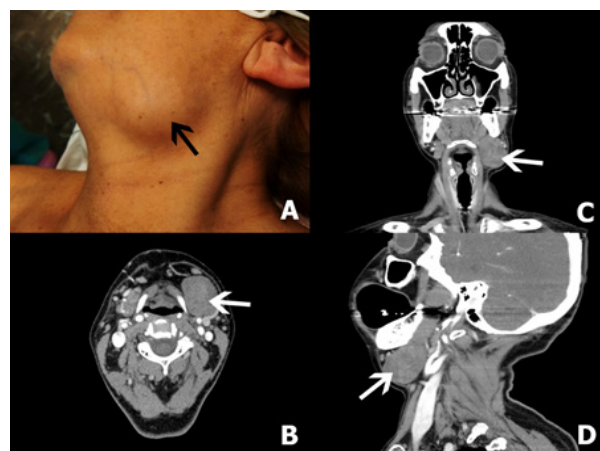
Carcinoma adenoide quístico de glándula submandibular. A. Se señala la localización de la tumoración motivo de la consulta clínica. B. Tomografía axial computarizada. Corte axial. C. Tomografía axial computarizada. Corte coronal. D. Tomografía axial computarizada. Corte sagital.
